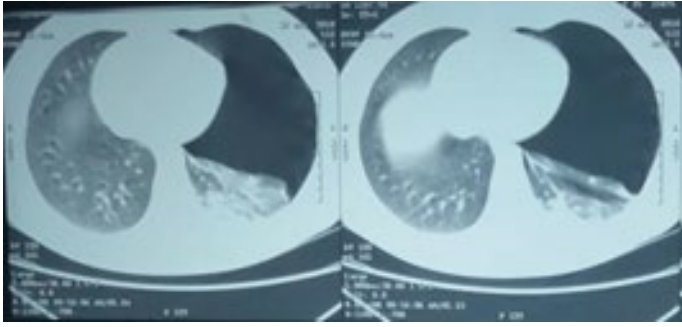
TC Torax Paciente 1. Neumotórax izquierdo con atelectasia pasiva sobre el pulmón izquierdo, con ulceración conteniendo gas compatible con bleb de base pleural en el aspecto medial e inferior del lóbulo inferior del pulmón izquierdo.
